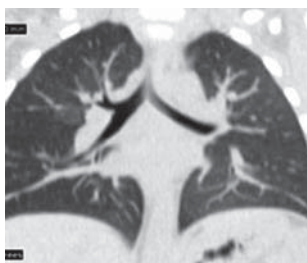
Пациент Г., 2 года, с подозрением на инородное тело нижних дыхательных путей через 1 год наблюдения: МСК-томограмма грудной клетки без инородного тела
